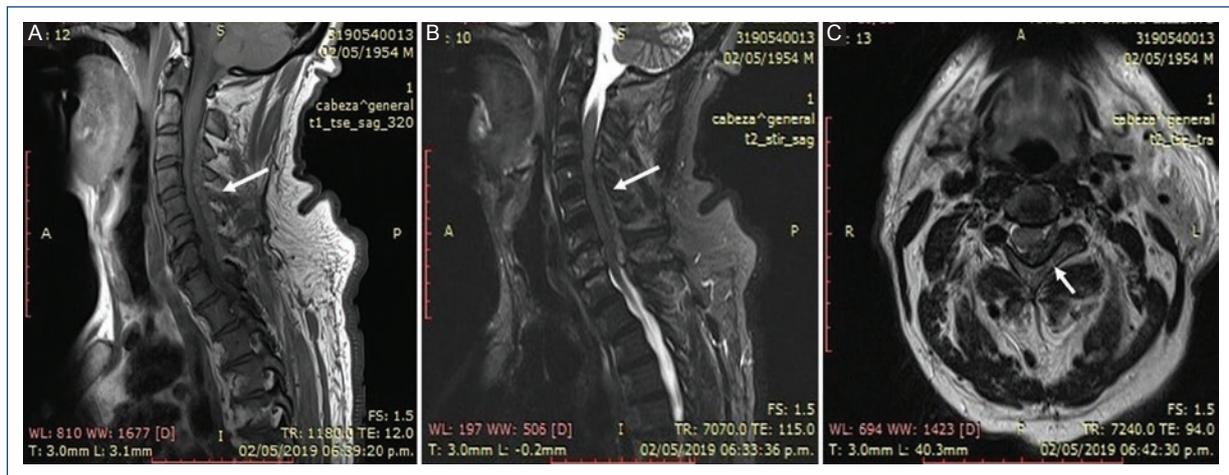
Imágenes de resonancia magnética de columna cervicotorácica en corte sagital que muestran una lesión en el canal medular que se extiende de C2 a C5 (flechas). A: ponderación en T1. B: ponderación en T2. C: corte transversal a nivel de C3, imagen ponderada en T2, que muestra una zona hipointensa con efecto de compresión medular en relación con un hematoma.
